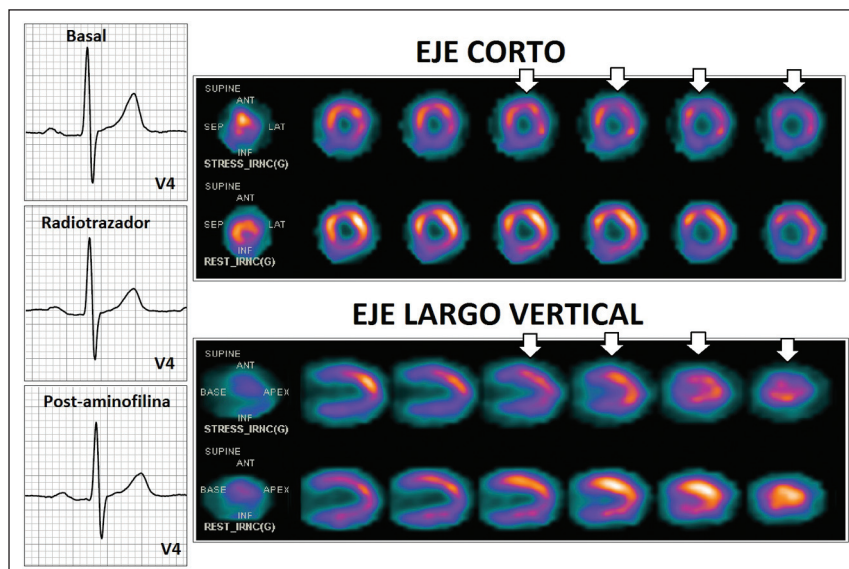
Cambios en la onda T post-estrés vasodilatador e imágenes de SPECT gatillado en el caso 3.
